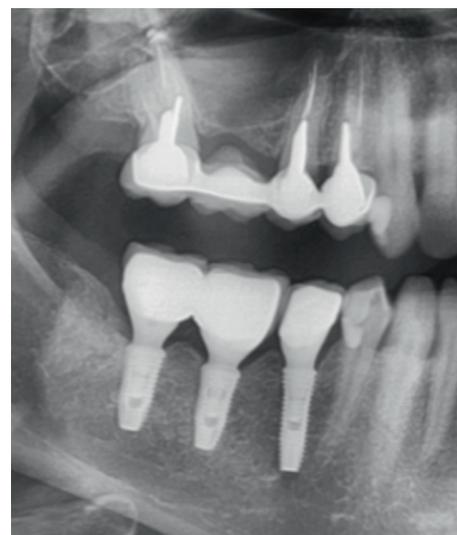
Ортопантомограмма через 6 мес.
